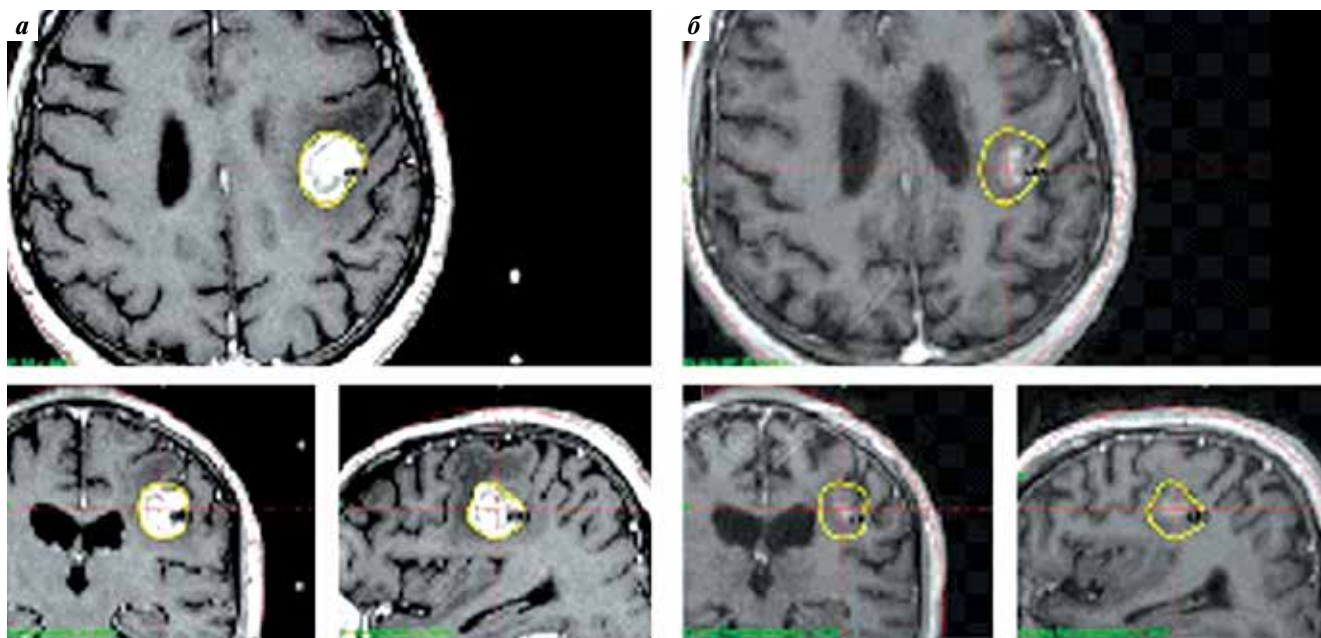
Динамика изменения опухоли после 2-го сеанса СтРХ: а — МРТ на момент лечения (объем опухоли — 4,6 см³, минимальный перифокальный отек); б — МРТ через 1 мес после завершения лечения (объем опухоли — 0,48 см³, отека нет)
